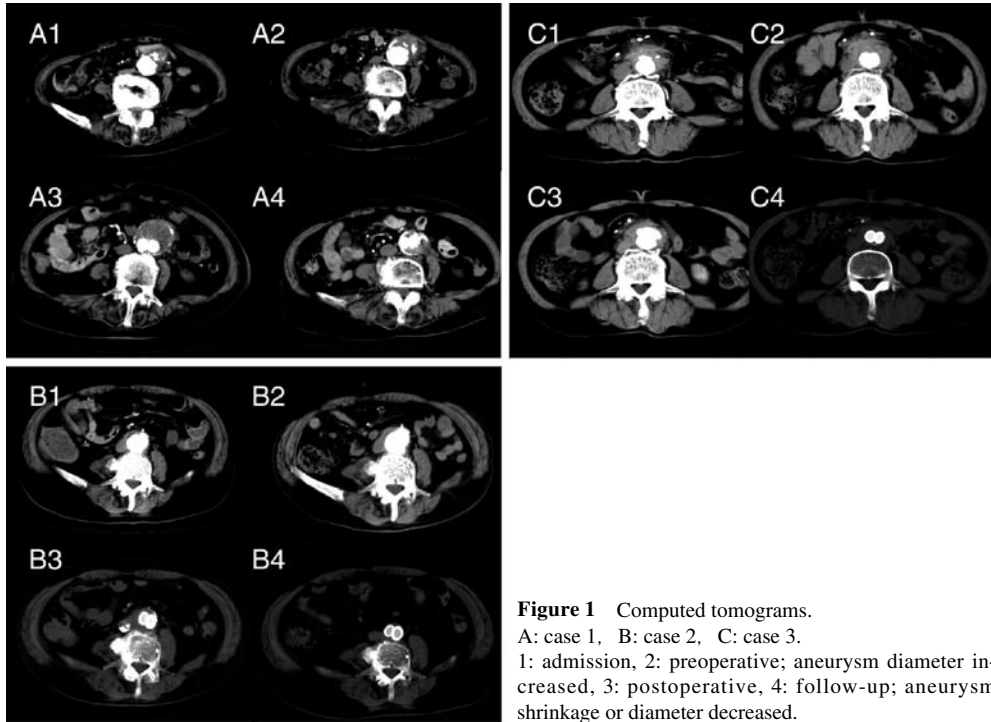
Computed tomograms. A: case 1, B: case 2, C: case 3. 1: admission, 2: preoperative; aneurysm diameter increased, 3: postoperative, 4: follow-up; aneurysm shrinkage or diameter decreased.
